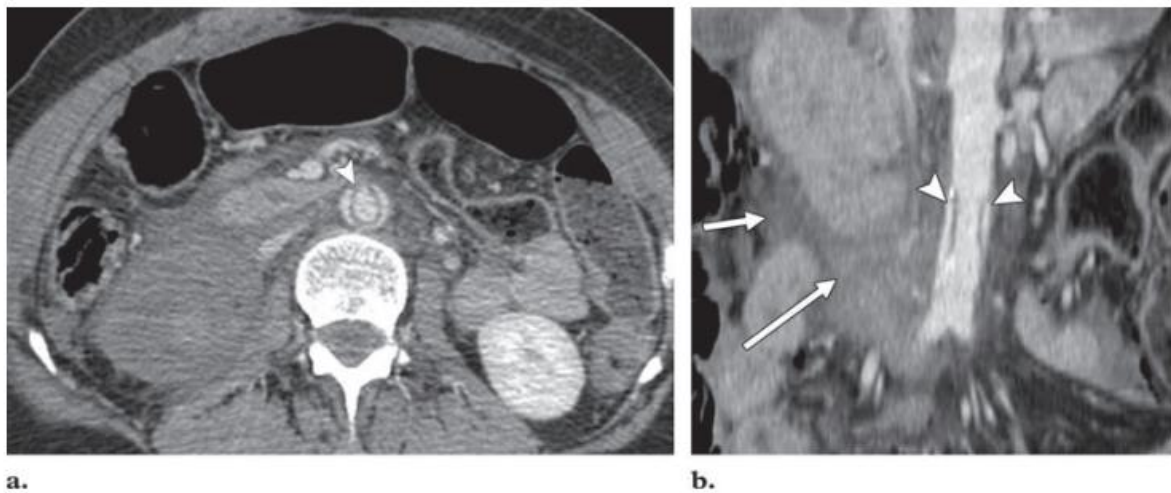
Lésion traumatique de l'aorte infrarénale chez un homme de 22 ans victime d'un AVP, a : TDM abdominale avec injection de produit de contraste montre un flap intimal dans l'aorte abdominale infrarénale, b : Reconstruction coronale montrant le flap intimal, le rein droit est dévascularisé avec épanchement au niveau de l'espace périrénal droit. (33)
